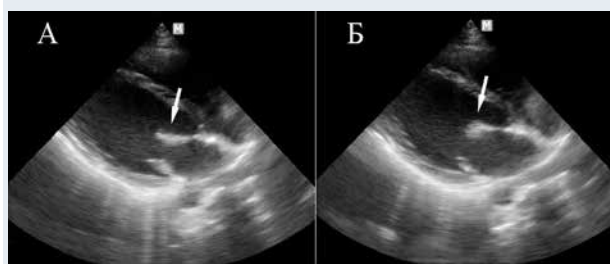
Эхокардиограмма пациентки С. в разные фазы диастолы.
